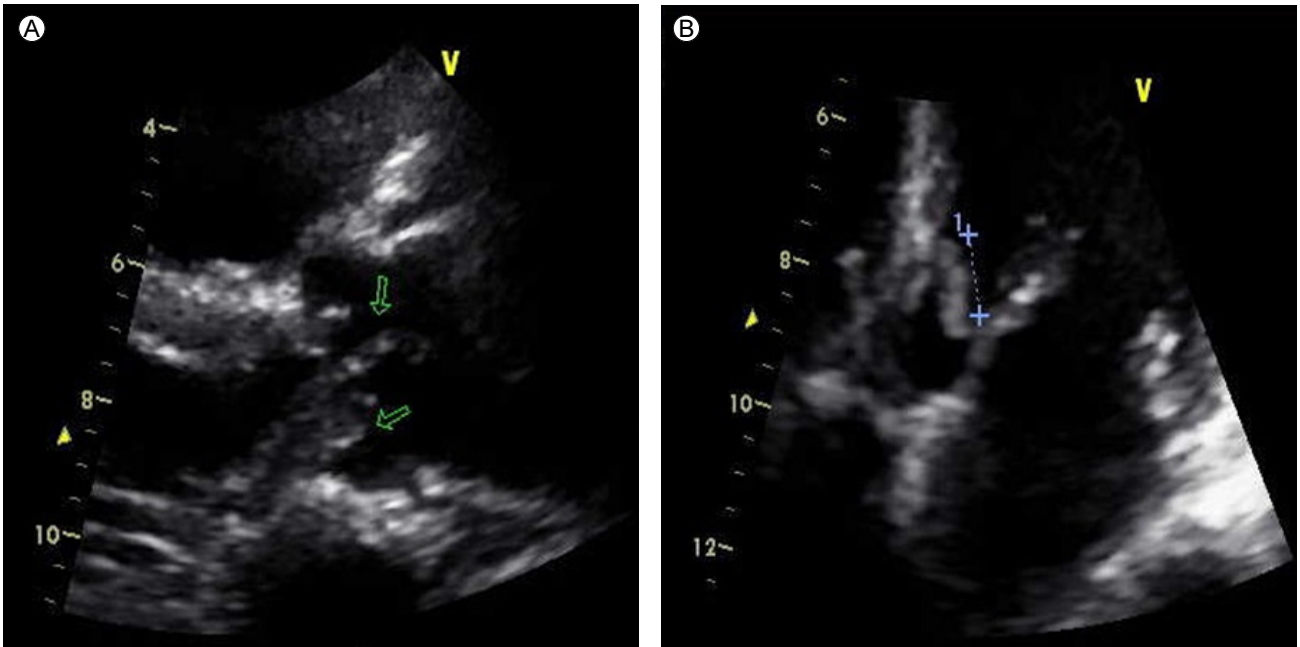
Echocardiogram showing a shaggy echogenic mass (arrow) at an anterior mitral leaflet on the left ventricle side suggesting mitral valve vegetation.
